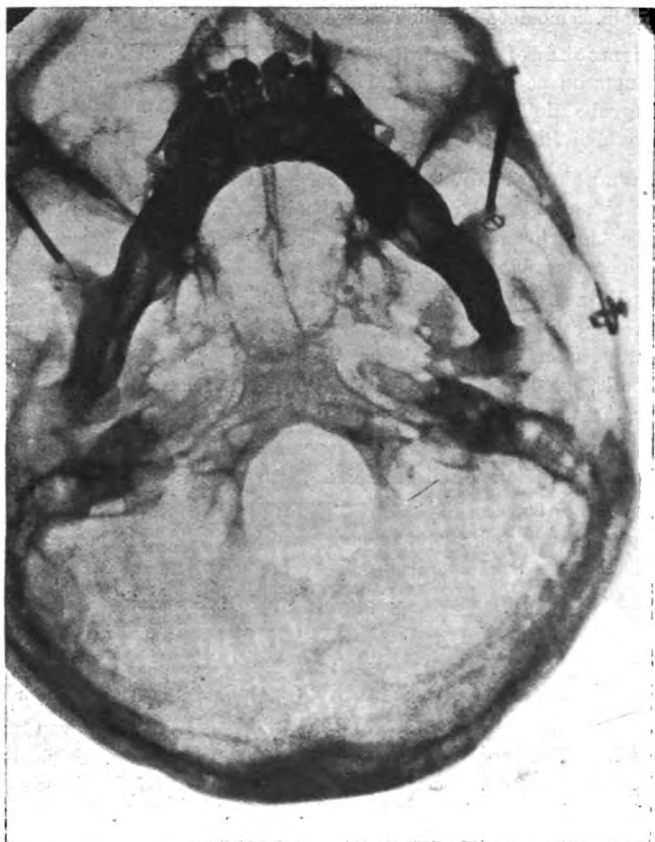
Axiale Röntgen-Aufnahme des Schädels von Turricephalie. (Tabelle III, Nr. 5.)
